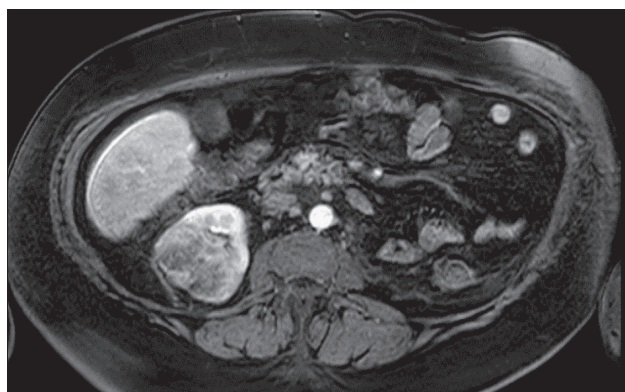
Больная М. Магнитно-резонансная томография, объемное образование единственной правой почки
